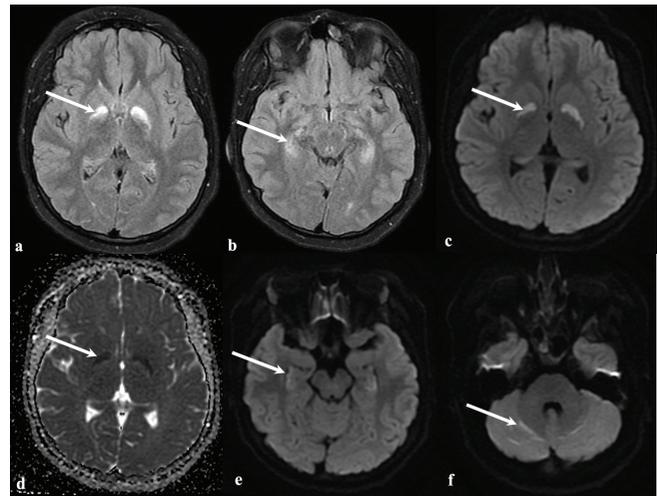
resonancia magnética de cráneo realizada a las 72 horas de la intoxicación por CO. Corte axial en secuencia FLAIR muestra hiperintensidad bilateral y simétrica a nivel de globo pálido (a) e hipocampo (b). Las secuencias DWI (c) y ADC (d) muestran restricción bilateral de los globos pálidos, así como a nivel de hipocampo (e) y cerebelo (f).
